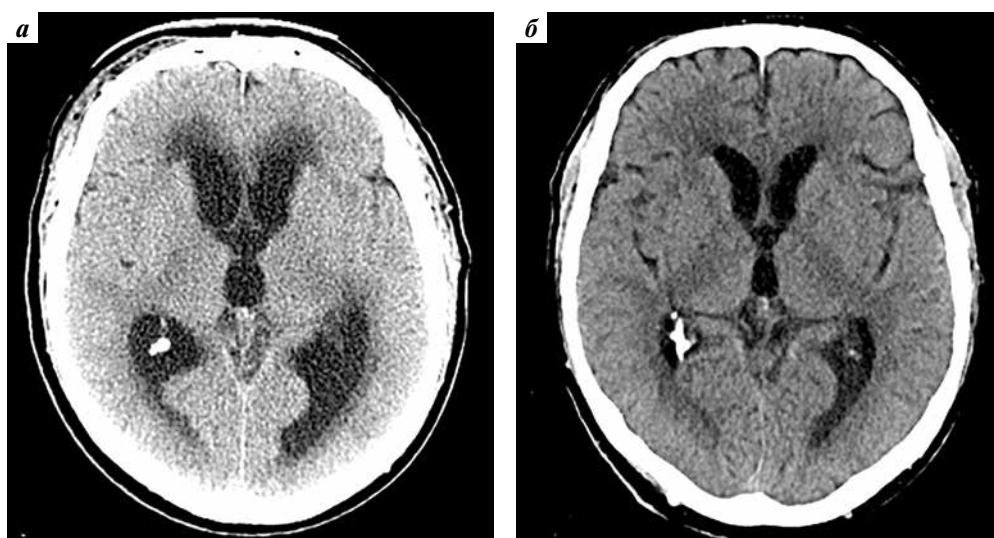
Компьютерные томограммы головного мозга пациента Ш.: а — до вентрикуло-перитонеального шунтирования: расширение желудочковой системы (индекс Эванса — 32); б — после вентрикуло-перитонеального шунтирования: уменьшение размеров желудочковой системы (индекс Эванса — 28)
